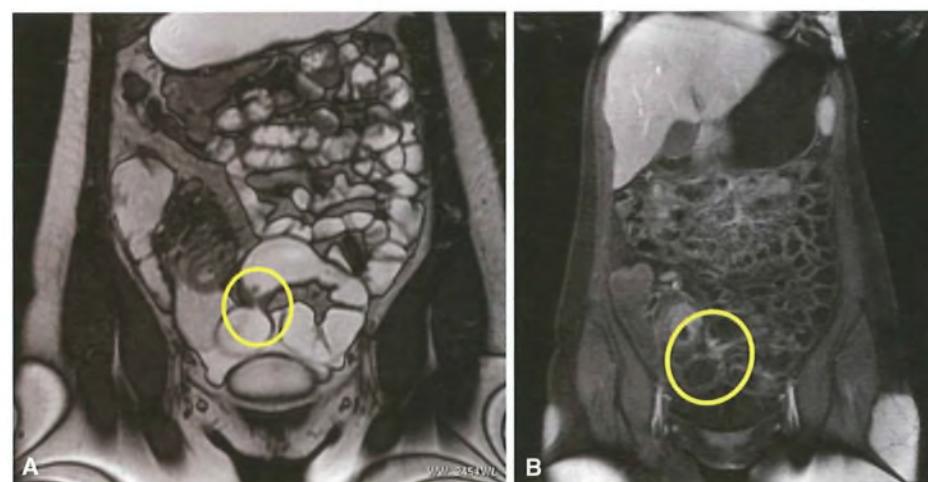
RMN del colon: presenza di stenosi del sigma secondaria a malattia di Crohn.
